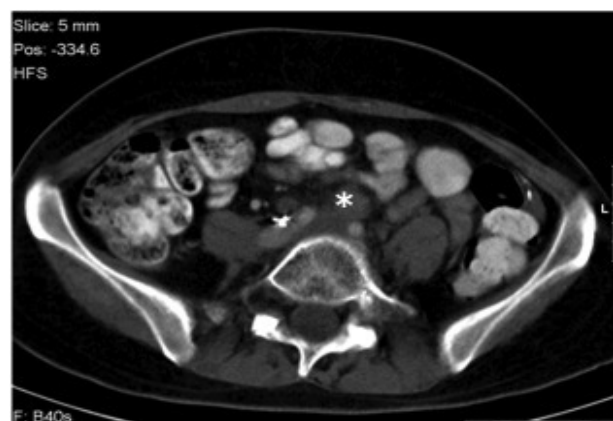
Estudo de *follow-up* catorze meses após histerectomia radical e transposição do ovário esquerdo em mulher de 36 anos com carcinoma pavimento-celular do colo do útero. Na TC observa-se conglomerado adenopático nas cadeias ilíacas comuns (asterisco). O ovário esquerdo encontra-se posicionado na goteira parieto-cólica esquerda, sem actividade folicular visível.
